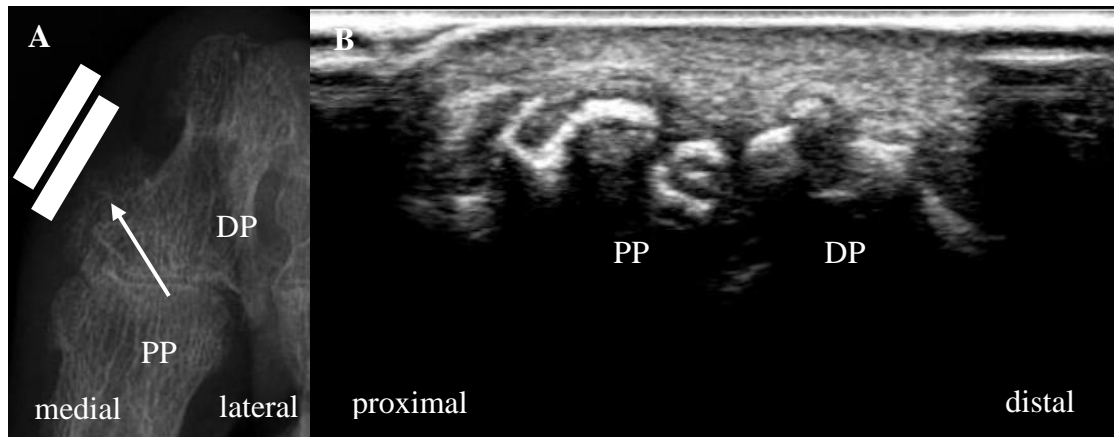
Darstellung der Osteoproliferationen der Großzehe rechts in der Röntgen- und Ultraschalldiagnostik.
